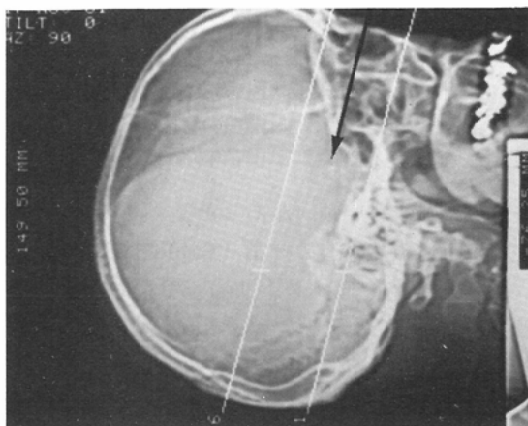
"Orbito-axis line (OAL)". The base line for orbital CT we used. This line (arrow) is defined as the line which connects the center of the orbit and the portion just under the anterior clinoid process.
